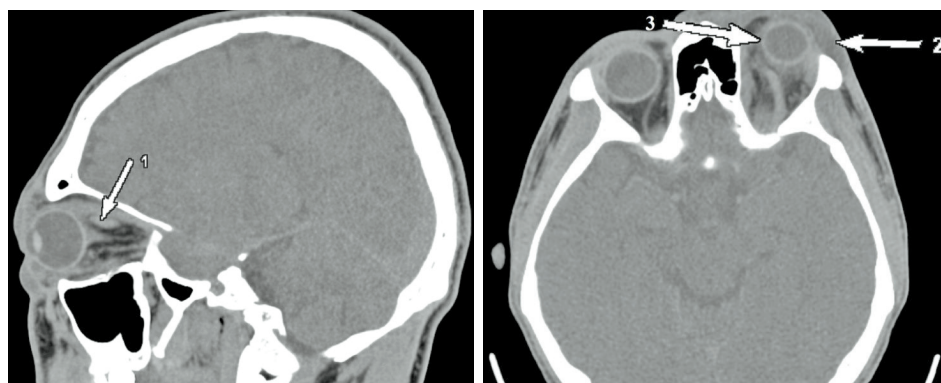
КТ – сканы пациента X., 1995 года рождения. Повторное нативное КТ-исследование: определяется расширение верхней глазничной вены (1), определяется отек параорбитальной клетчатки, клетчатки верхнего века (2), экзофтальм (3)
